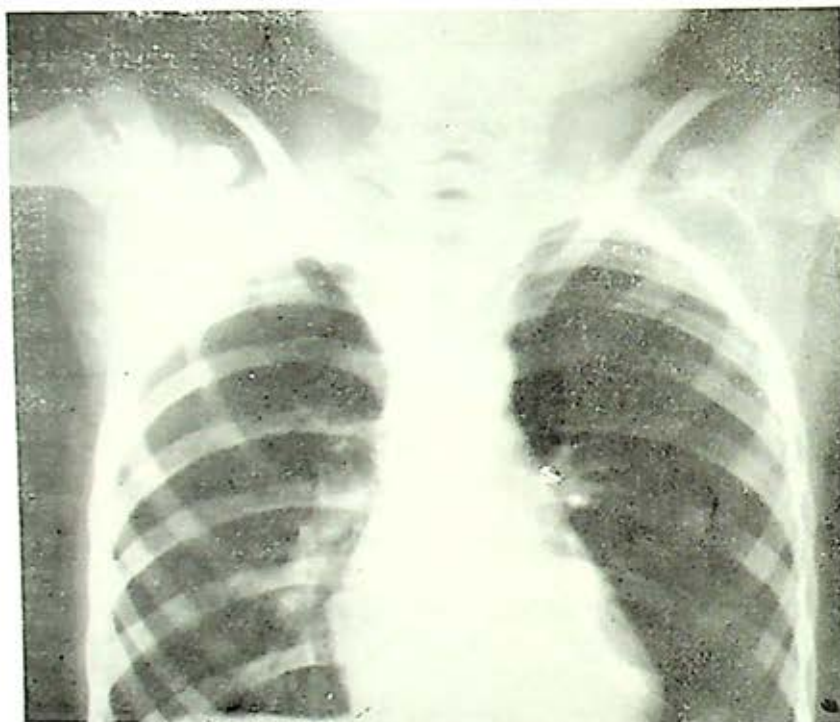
(Radiografía P. A. de tórax). Post-operatoria. Se aprecia la interrupción de la 1ª costilla y resección de la 2ª
